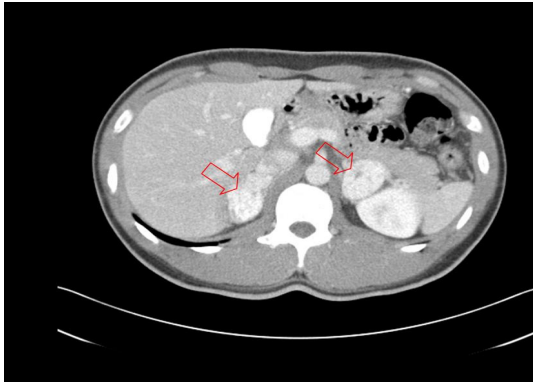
Abdominal CT. Rt. 3.7 cm and Lt. 3.8 cm sized contrast enhancing solid mass lesion are noted on both adrenal gland
